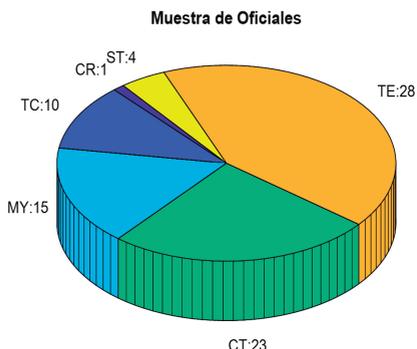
Muestra de oficiales por grado militar. CR.: Coronel. TC.: Teniente Coronel. MY.: Mayor. CT.:Capitán. TE.:Teniente. ST.:Subteniente.
